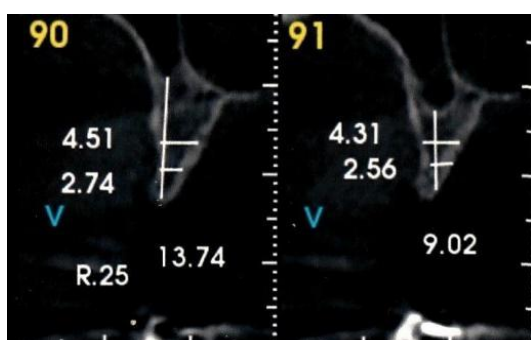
Recorte da tomografia elemento 25
